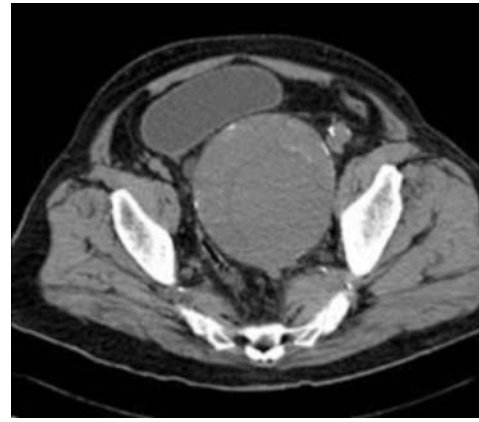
Tomografía donde se aprecia desplazamiento de la vejiga por el aneurisma.
